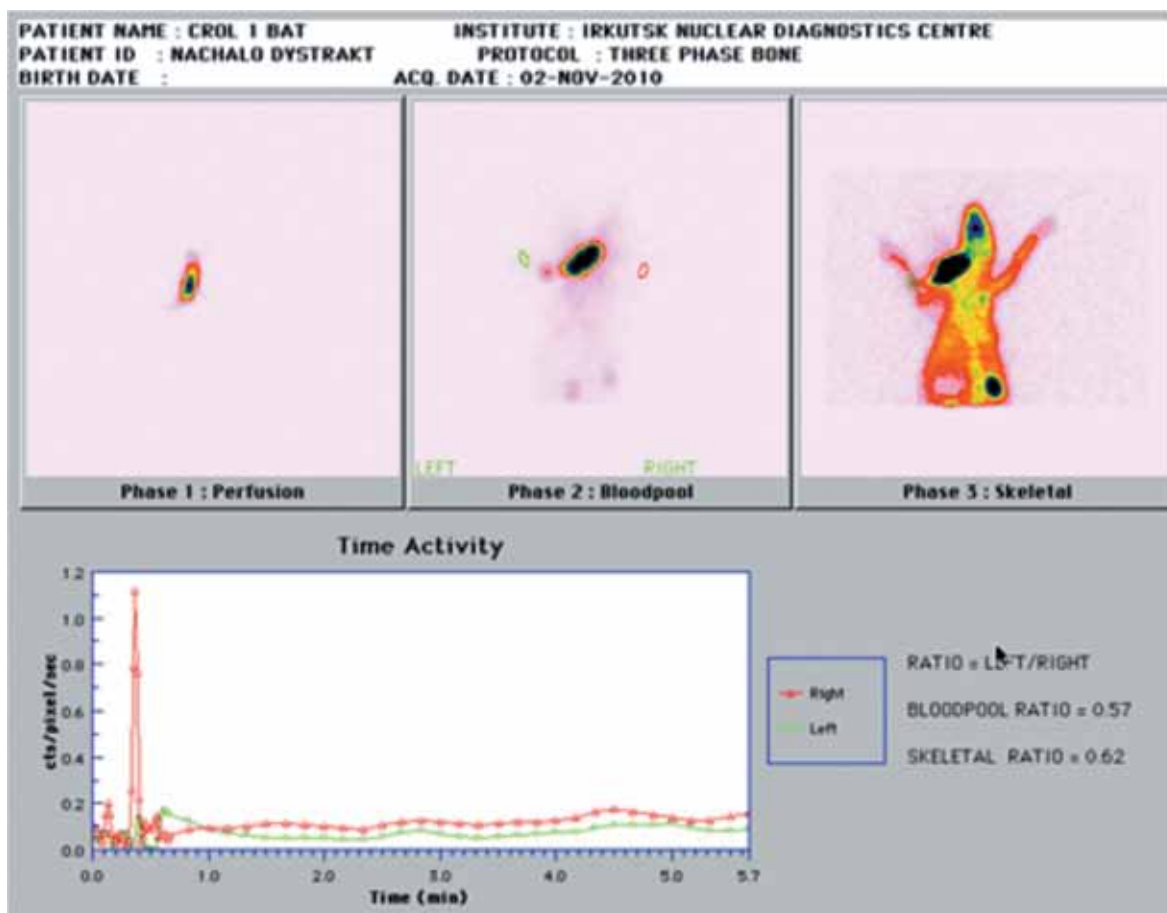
Остеосцинтиграмма. Кролик № 12 (группа 1, 20 суток фиксации)
